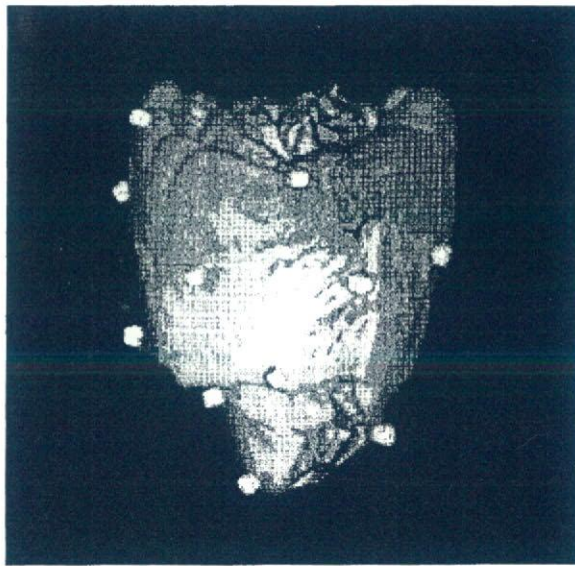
プラスチック製マーカを縫着した健常ヤギ心臓のCT再構築像
